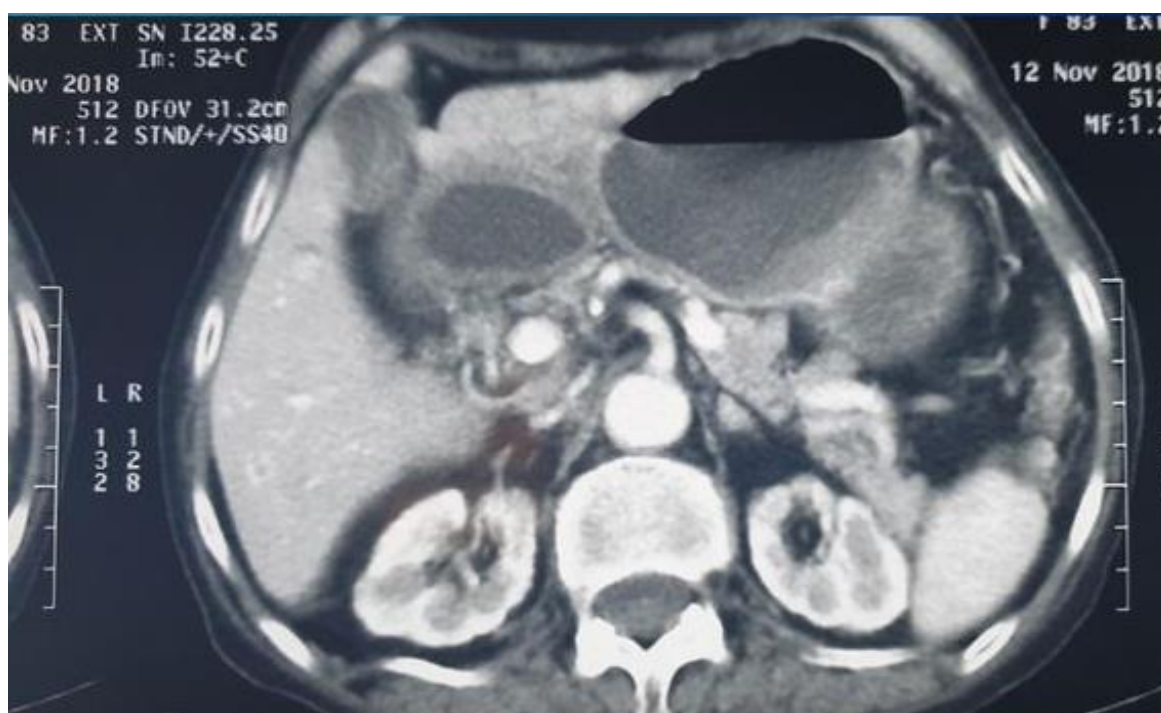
TDM abdominale ; Nodule pariétal gastrique antropylorique mesurant 30mm de diamètre, hypervasculaire, déterminant une stase gastrique d'amont. Multiples lésions nodulaires hépatiques disséminées aux deux lobes du foie évoquant des lésions métastatiques.
